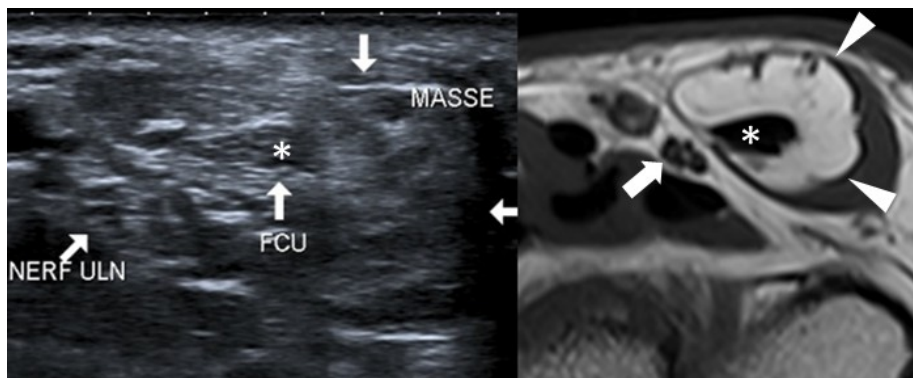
Lipome (coupe axiale échographique - axiale IRM T1). Image ovale isoéchogène à la graisse (flèches et têtes de flèche), entourant le tendon fléchisseur ulnaire du carpe (*). Le nerf ulnaire est bien distinct de cette masse (flèche)
